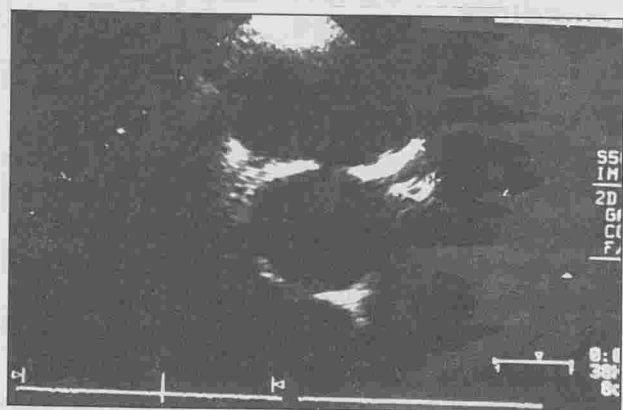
coupe parasternale transverse : anévrysme du tronc coronaire gauche(7.5mm), aspect hyperéchogène de la paroi
